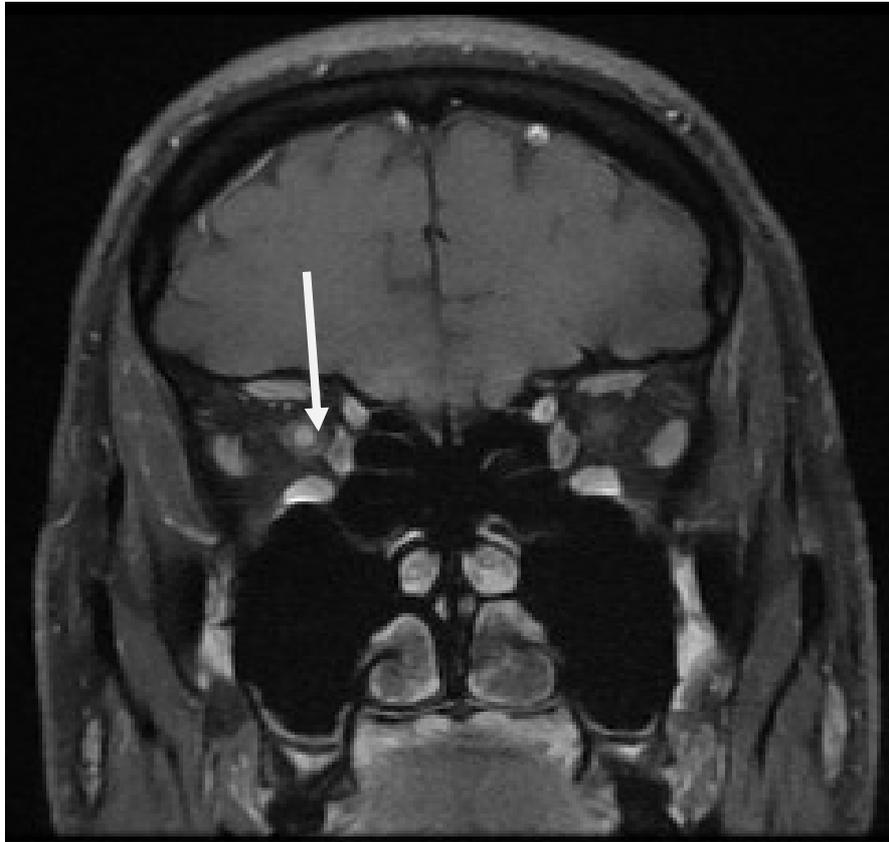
IRM coronale T1 injectée centrée sur les orbites montrant une prise de contraste plus accentuée à droite par comparaison au côté gauche
